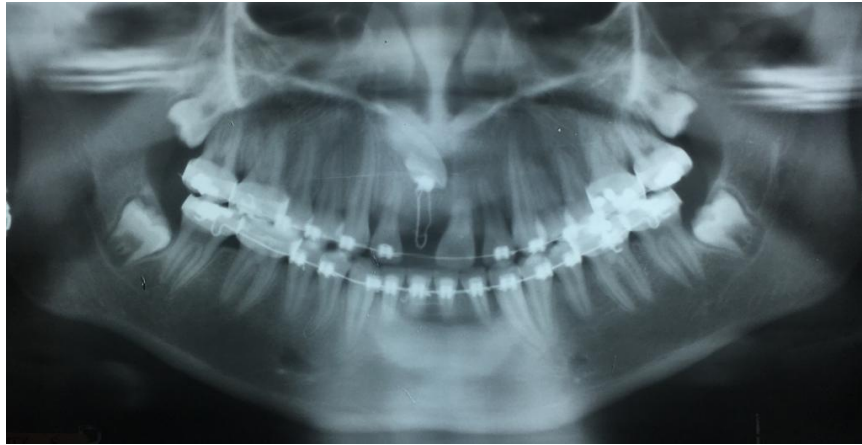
Radiografía de tracción órgano dentario 11.
